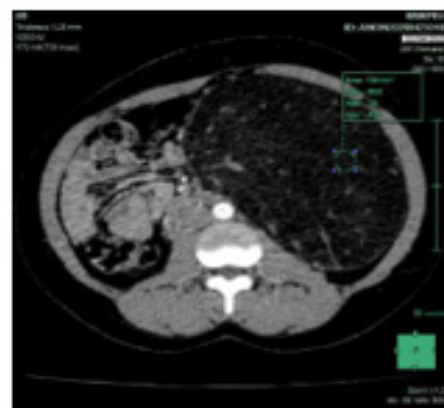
Angiomyolipome, coupe axiale TDM : la mesure au ROI montre une composante grasseuse avec une densité de -66UH.
